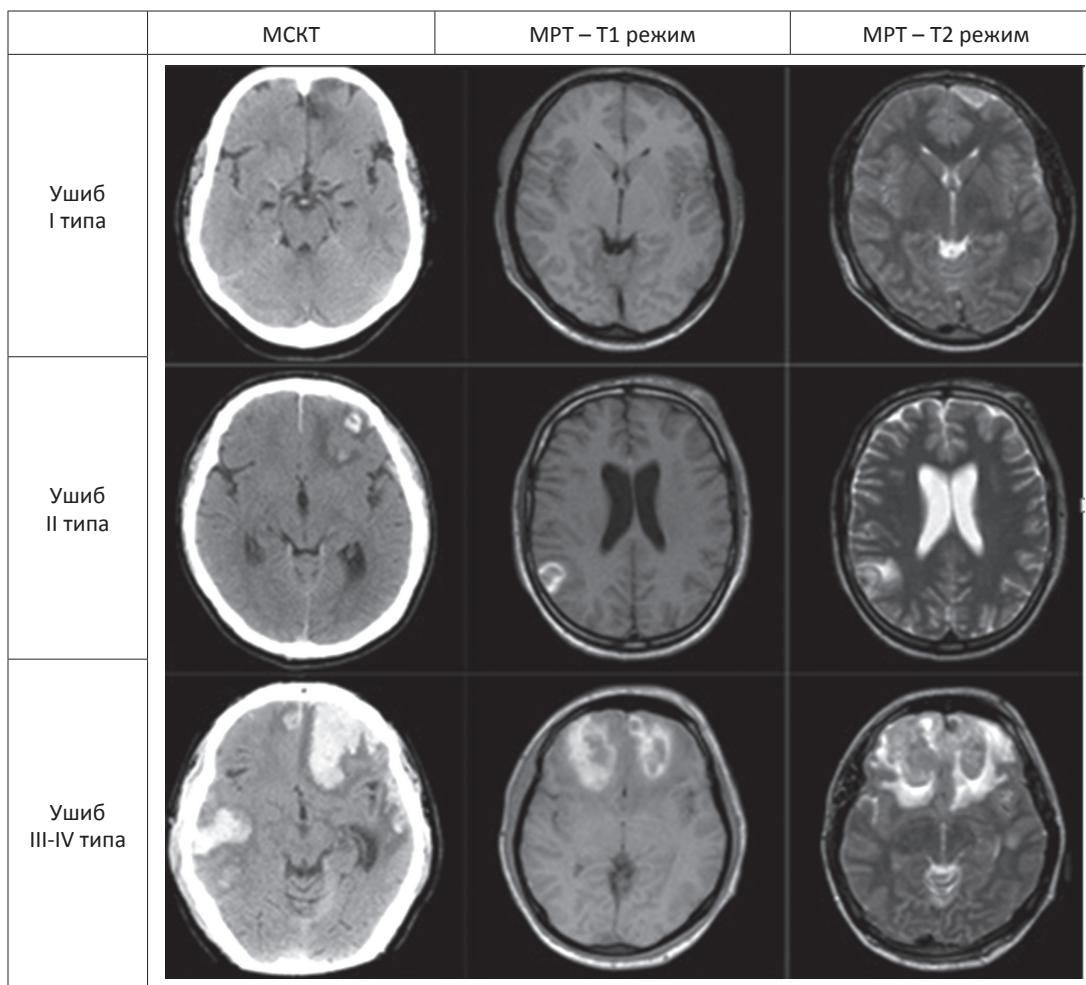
Визуализационная сравнительная характеристика ушибов разных типов на КТ, T1 и T2 режимах МРТ головного мозга
